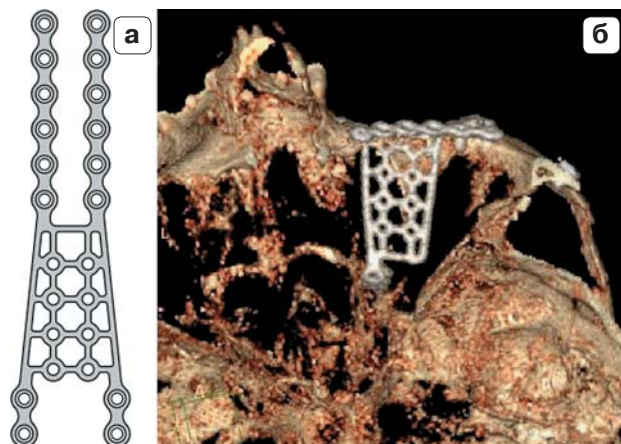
Титановая пластина Конмет для пластики нижней стенки орбиты. а – чертеж-иллюстрация производителя; б – 3D-КТ-реконструкция.
